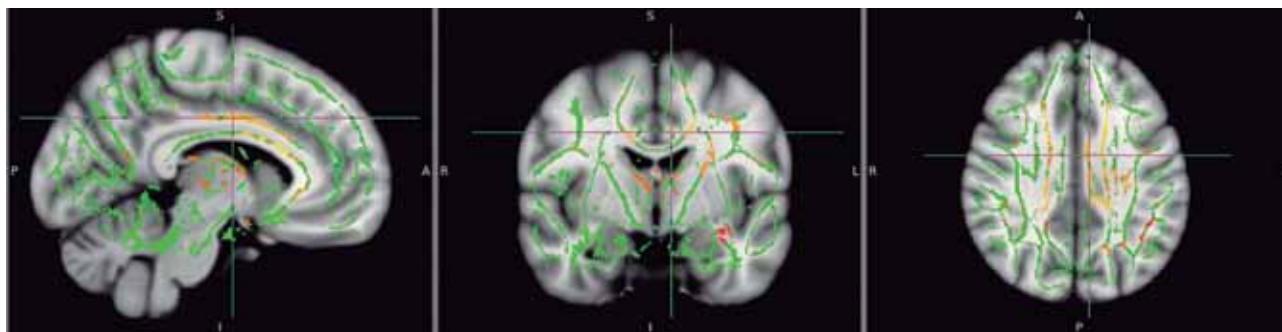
El fascículo del cíngulo forma parte del circuito límbico (circuito de Papez). Interconecta regiones de la corteza subcallosa y el giro del cíngulo con el giro parahipocampal y la formación del hipocampo. En la imagen se muestra un corte sagital, un corte coronal y un corte axial de la división anterior del fascículo del cíngulo del hemisferio izquierdo, mediante imágenes de resonancia magnética a través de tensor de difusión. Esta técnica permite evaluar la integridad de la sustancia blanca.
